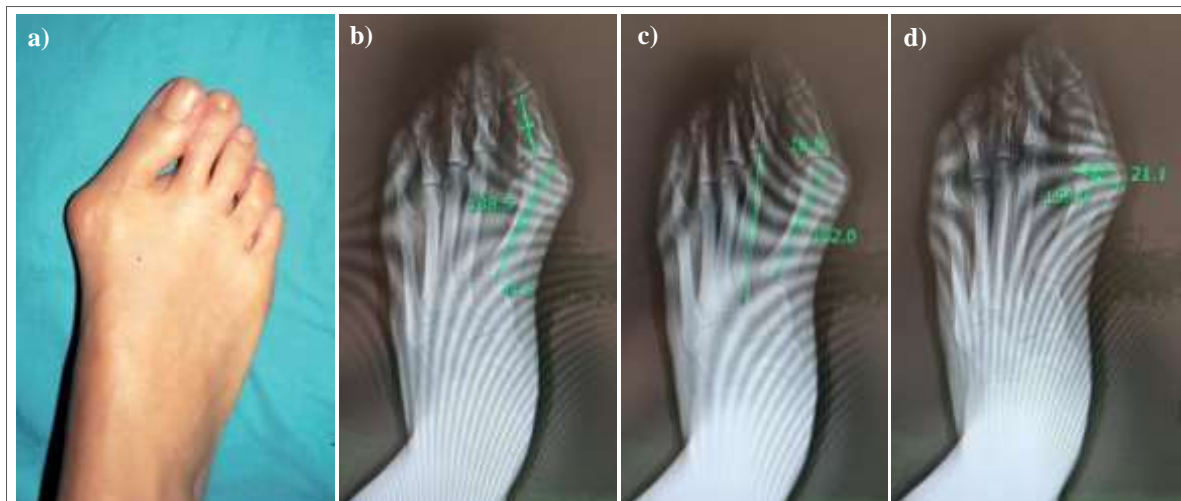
a) Imagen clínica *hallux valgus* (3). Radiografías anteroposteriores en carga de un paciente de la muestra: b) Ángulo MF; c) Ángulo IM; d) Ángulo PASA.
